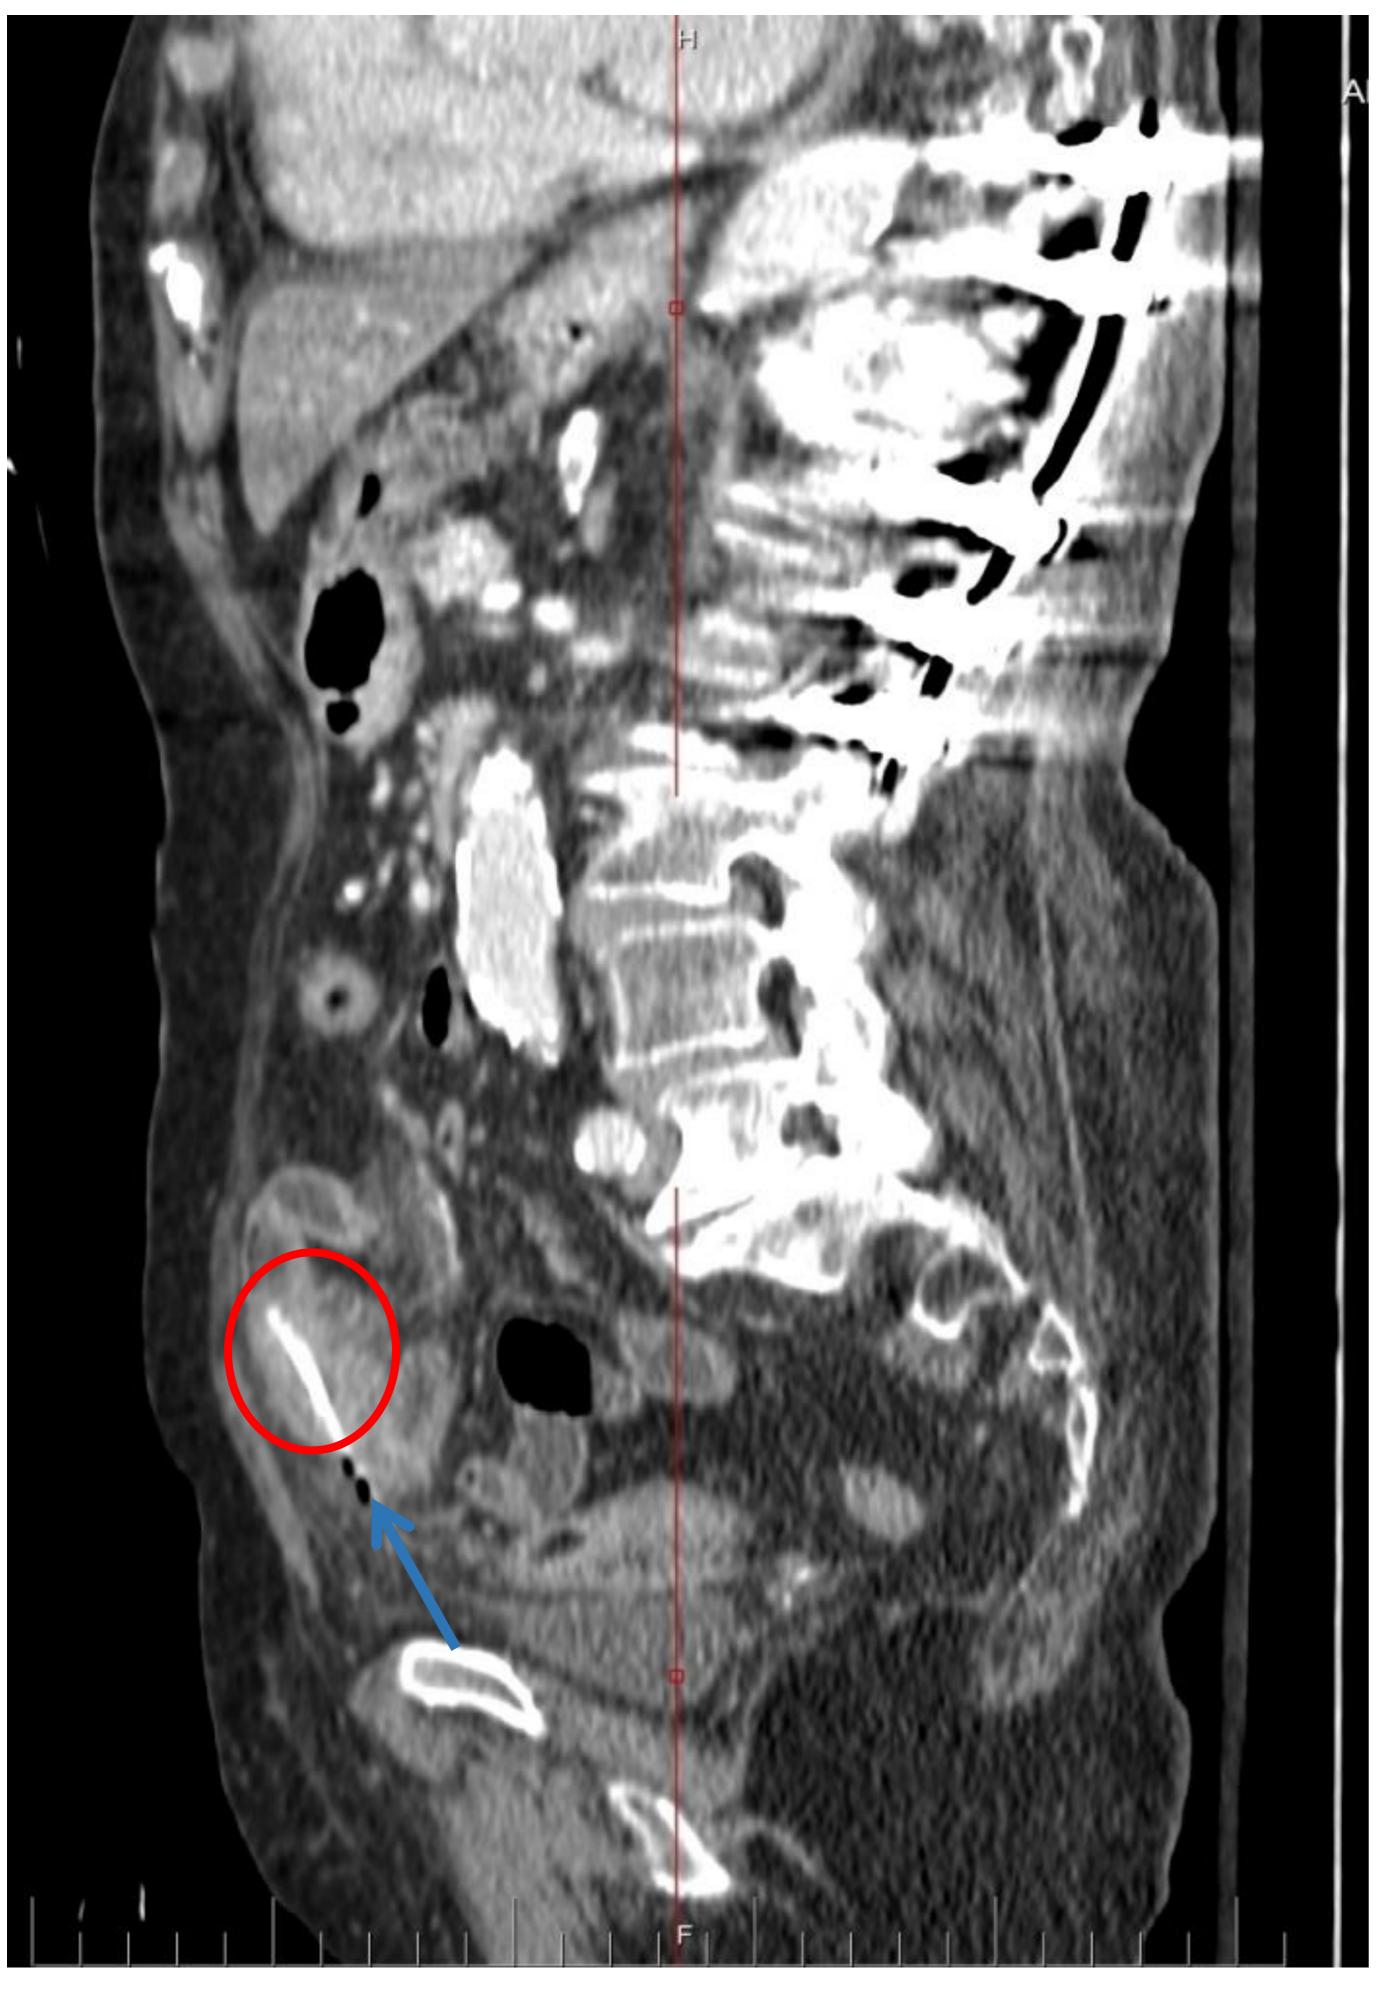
Ejemplo de perforación por cuerpo extraño, en paciente en que se realizó TC por dolor abdominal. La cirugía confirmó que se trataba de un hueso de pollo. Se identifica cuerpo extraño (círculo rojo) y adyacente al mismo burbujas de aire extraluminal (flecha azul).
